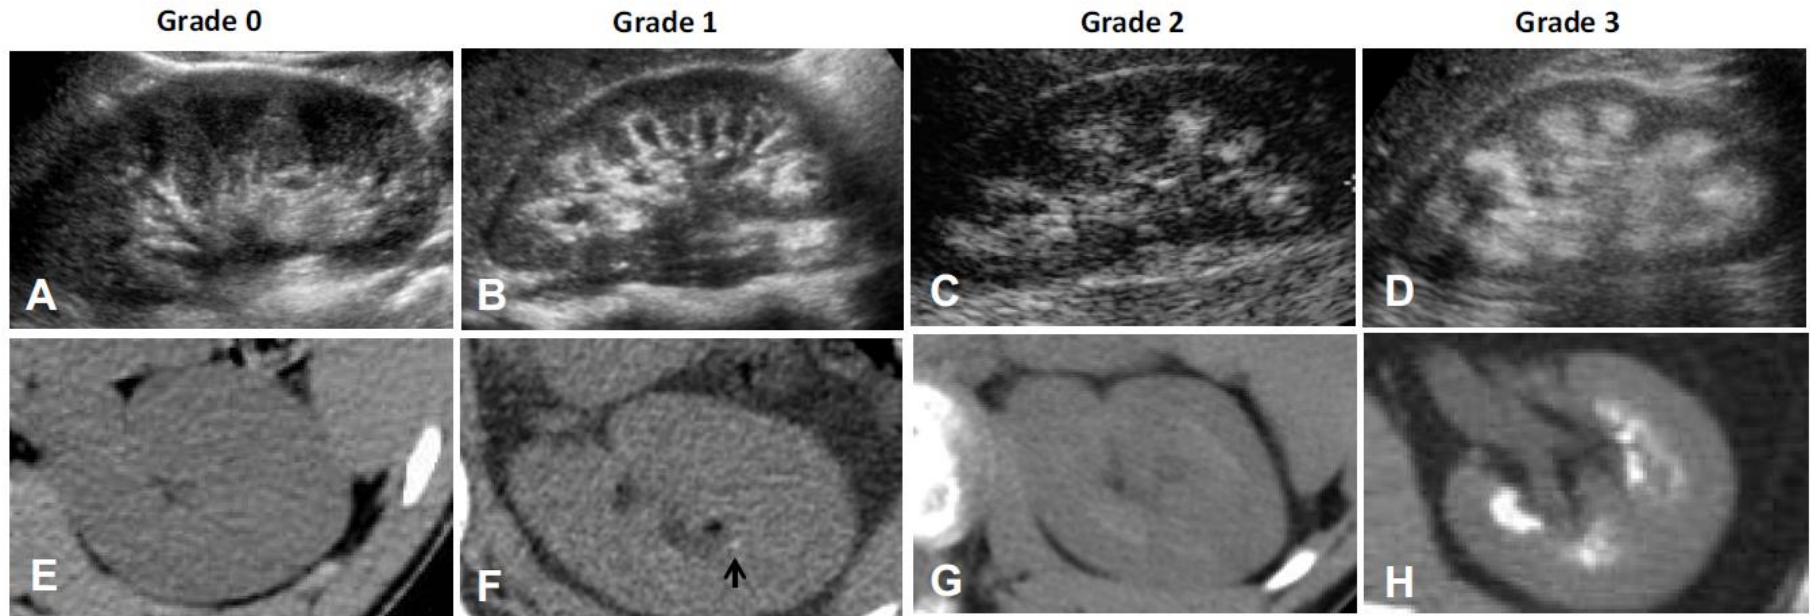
Representative images for nephrocalcinosis grading system. Panels A–D are US images corresponding to grades 0, 1, 2, and 3, respectively. Panels E–H are CT images corresponding to grades 0, 1, 2, and 3 respectively. The arrow in panel F points to a single punctate calcification in the medullary periods typical of grade 1 nephrocalcinosis.
